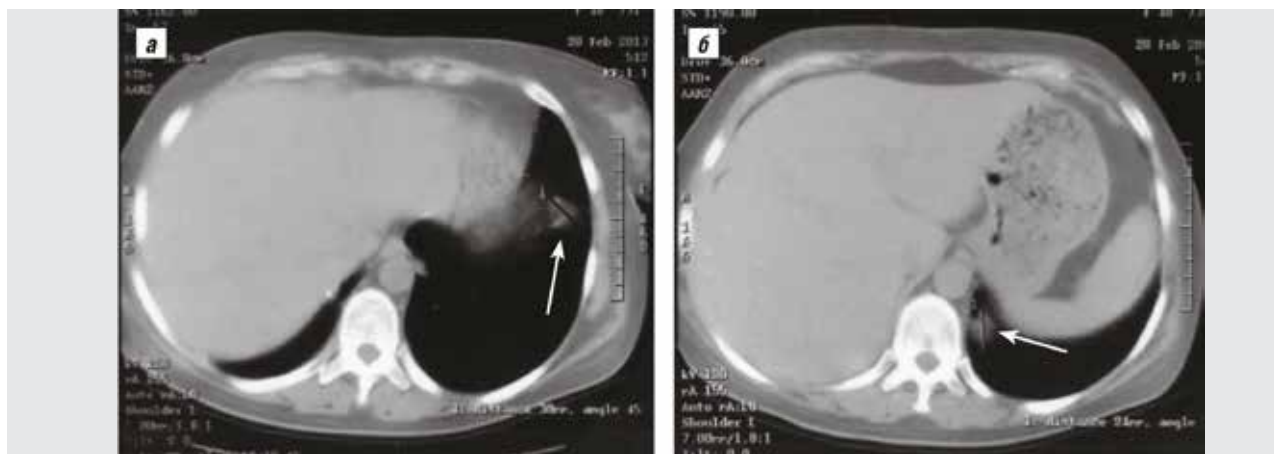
КТ легких больной Ч. В нижних отделах легких определяются нодулярные образования (стрелки)
